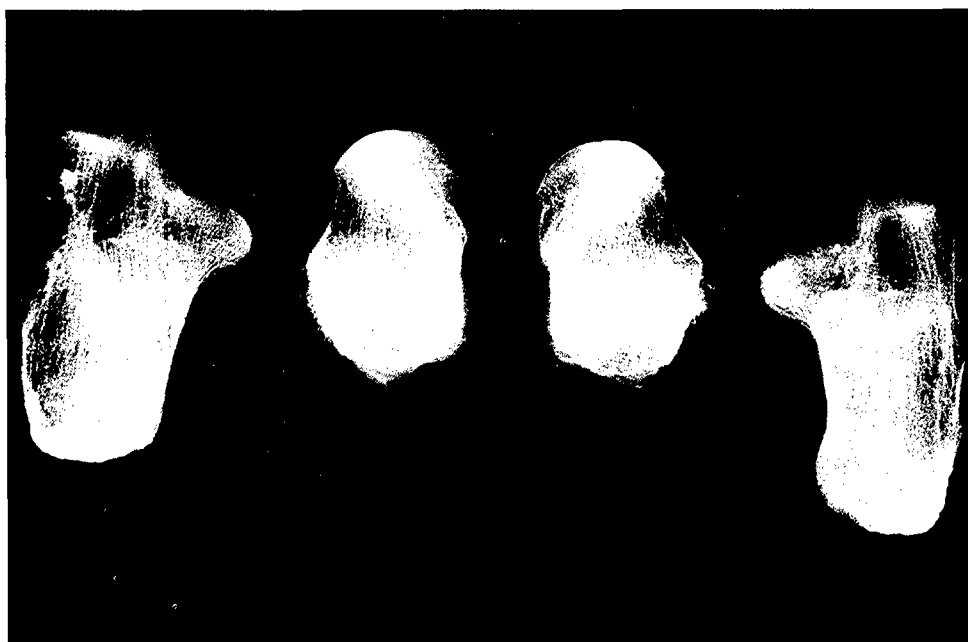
Radiografia dels astràgals i calcanis. No s'observen imatges patològiques.
